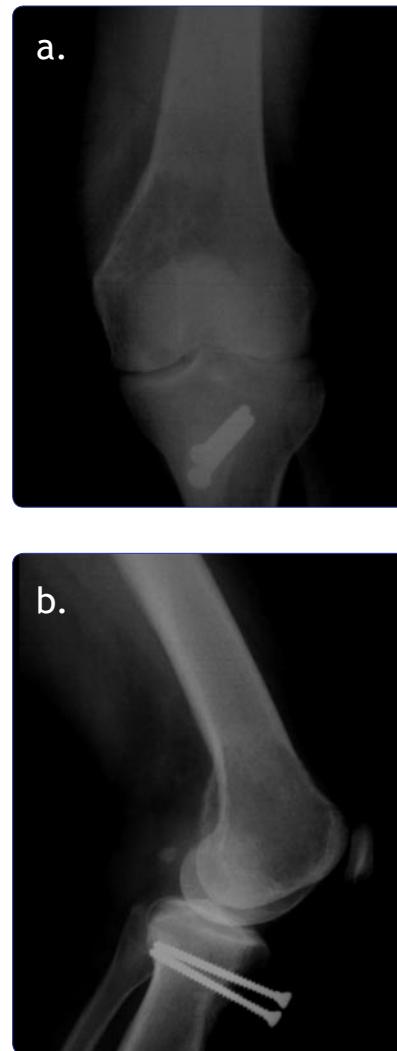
Radiografía inicial AP y lateral de rodilla izquierda. Se evidencia una lesión lítica metaepifisaria en el cóndilo femoral interno y en la región supracondílea.
